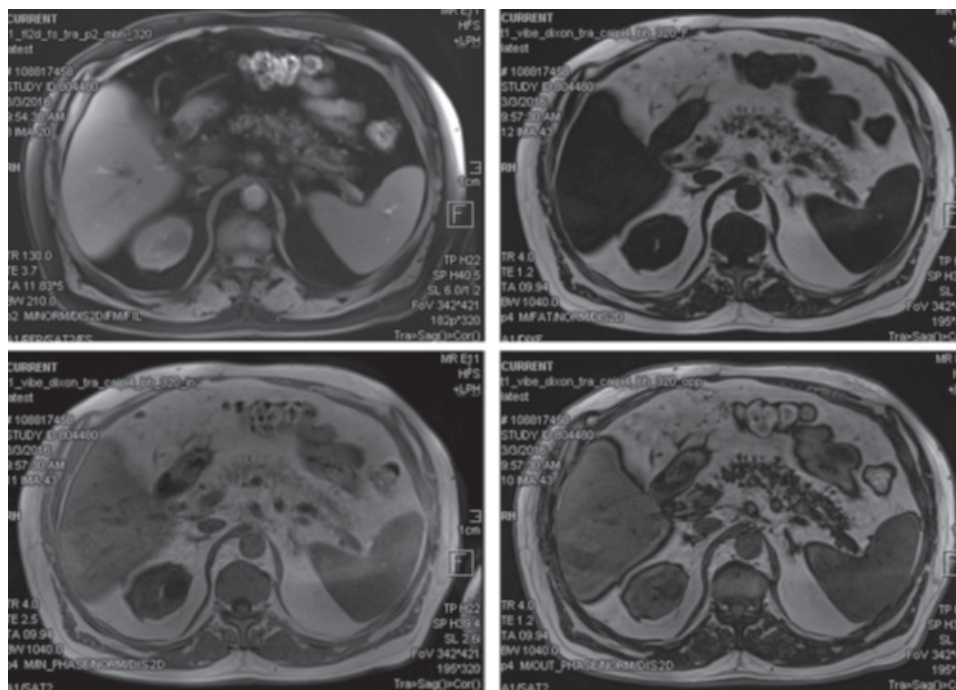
МРТ пациента со стеатозом ПЖ 3-й степени (по M. Tahtaci et al., 2018 [59]).
